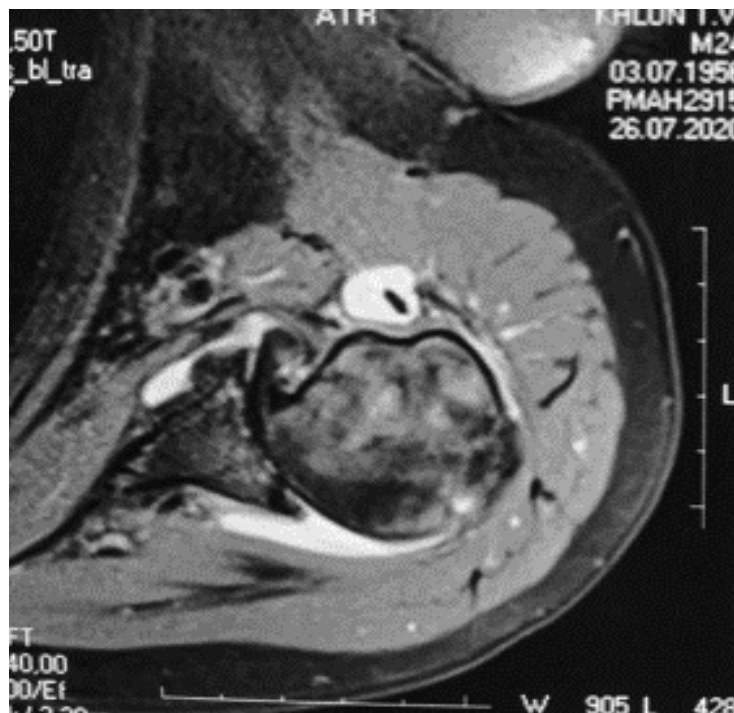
МРТ-картина ротаторної артропатії
